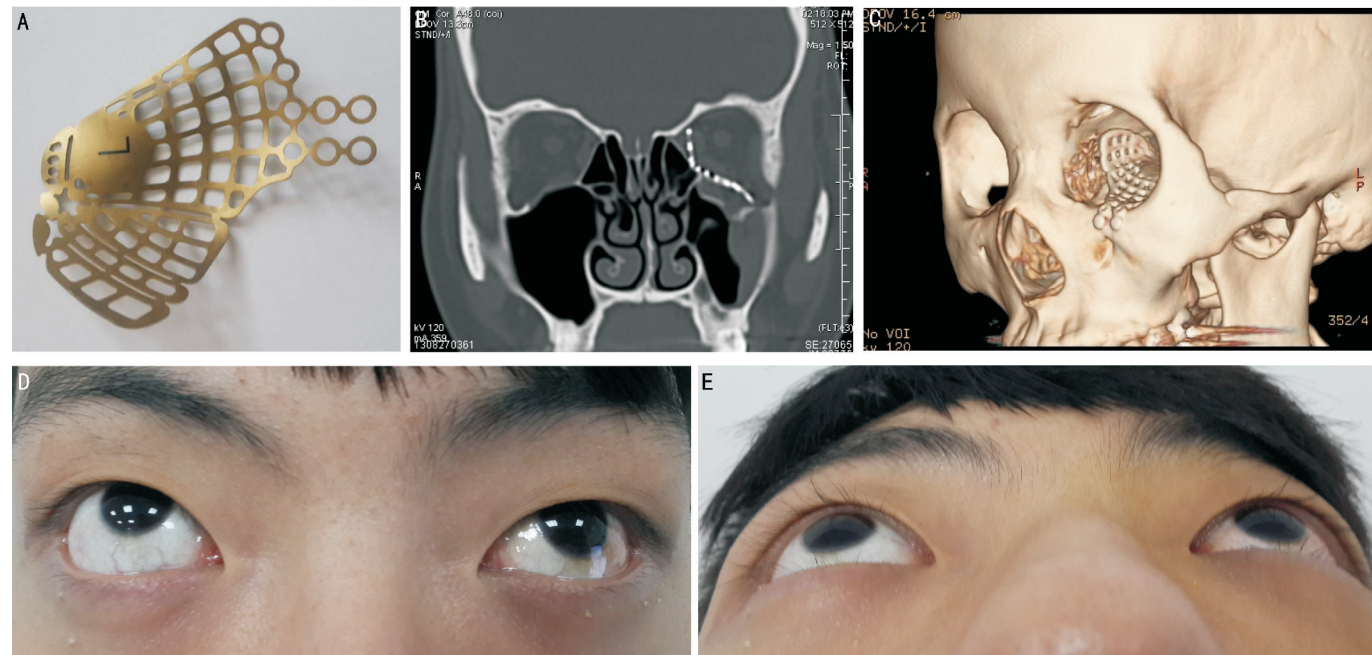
患者张某,男,20岁,采用个体化预成型钛网进行全面修复眶下壁骨折,行左眼眶壁整复联合预成型钛网个性化修剪并植入术,术后10d A:所植入的钛网;B:CT额状位;C:3D-CT成像;D:术后左眼球内陷得以矫正;E:左眼球上转到位,复视消失。
